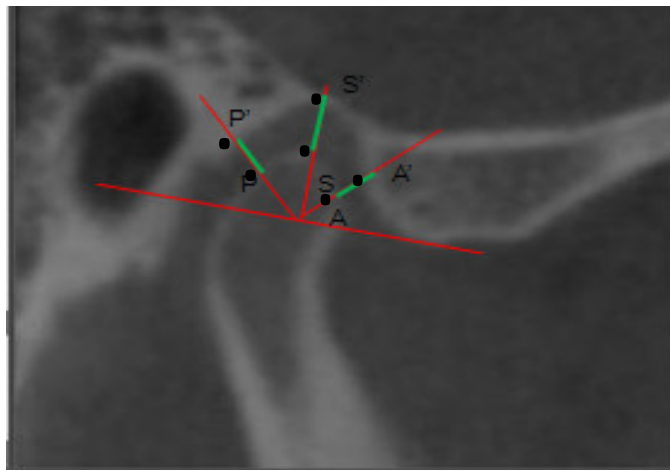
Imagem da ATM em tomografia computadorizada volumétrica. Corte transversal da cabeça da mandíbula considerando o maior longo eixo da mesma. Delimitação da localização a serem realizadas as mensurações dos espaços articulares posterior (P-P'), anterior (A-A') e superior (S-S').
